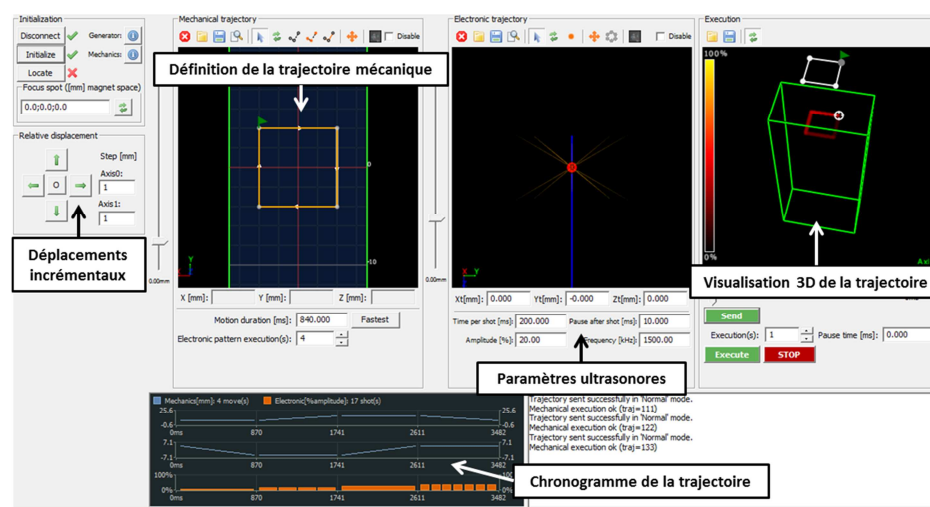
Interface de pilotage: ThermoGuide. Les mouvements du transducteur peuvent être réalisés de façon incrémentale pour le pré-positionnement. On peut également réaliser des trajectoires mécaniques combinées avec des tirs ultrasonores.
